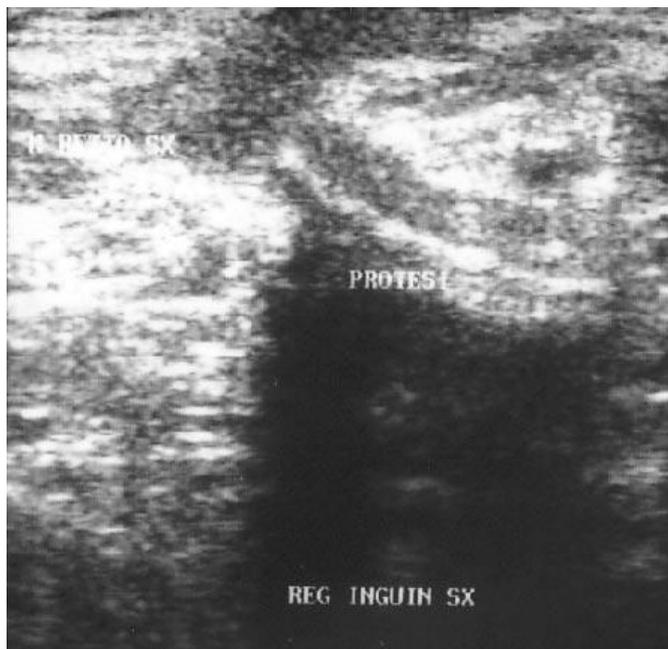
Ecografia della parete addominale dopo 9 mesi dall'intervento chirurgico di fistulectomia.
